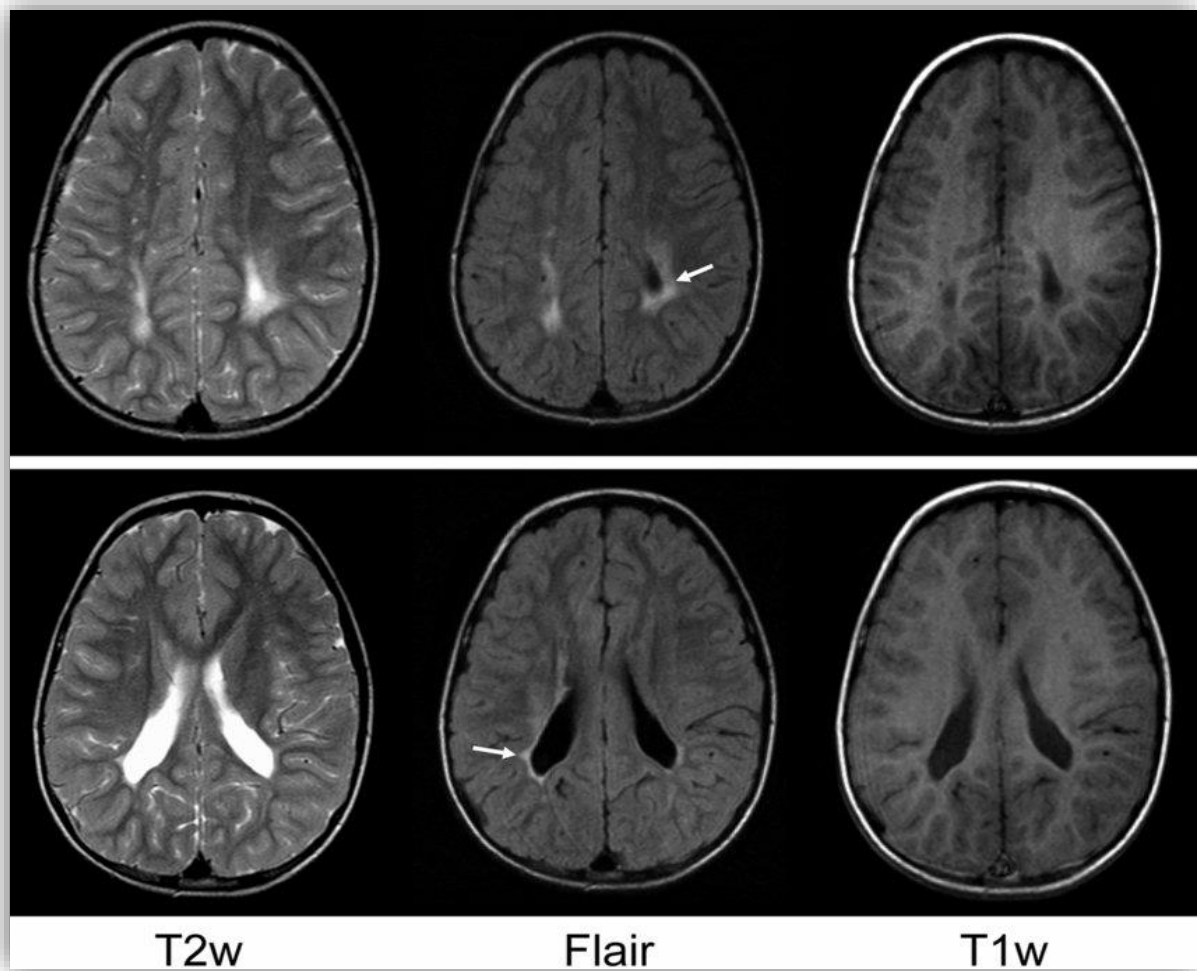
IRM cérébrale en séquences T2, FLAIR et T1 montrant une leucomalacie périventriculaire bilatérale avec hyperintensité de la substance blanche périventriculaire et dilatation ventriculaire (flèche blanche) [92].
